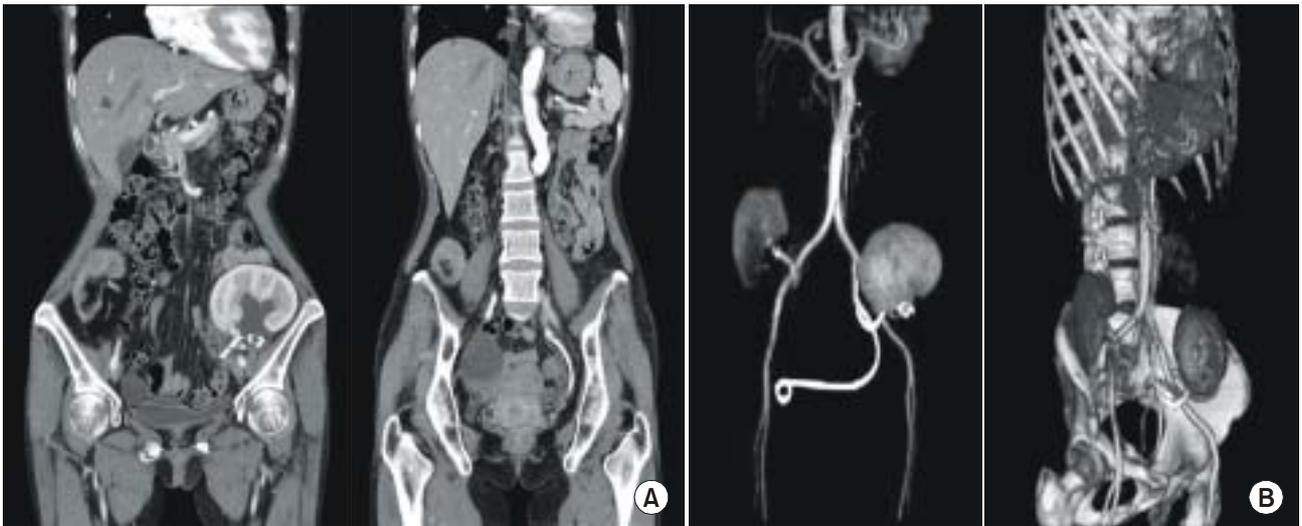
(A) Ureter was twisted between the transplant kidney and the psoas major muscle. (B) 3D CT scan: Twisted stent and malposition of transplant kidney is seen.
